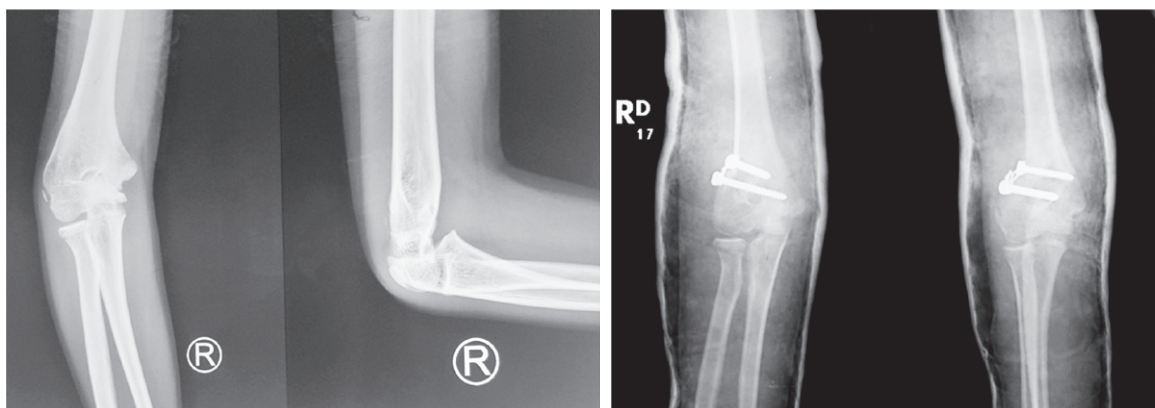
French Osteotomy : plain radiography of the right elbow in AP/Lateral view. Left : preoperatively, Right : postoperatively.
